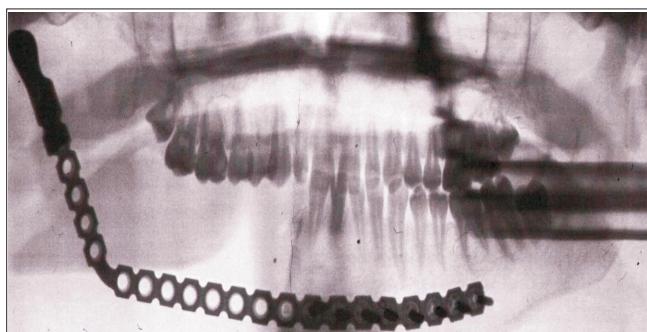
Ортопантомограмма. Дефект нижней челюсти и височно-нижнечелюстного сустава замещен реконструктивной пластиной с имплантатом суставного отростка
